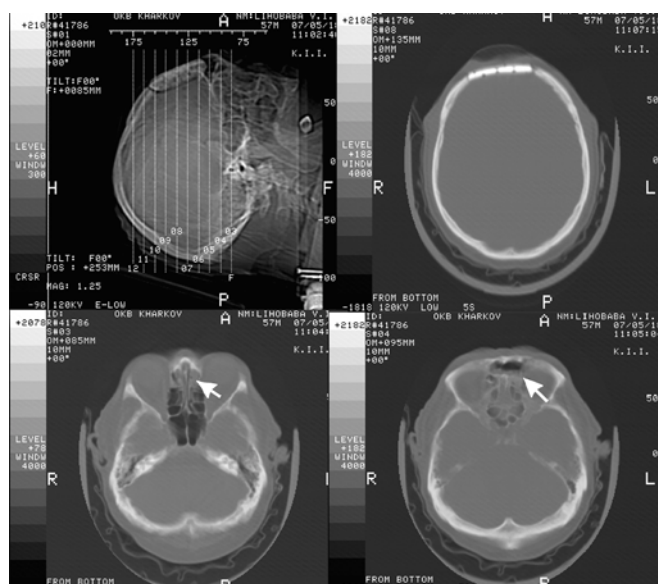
Хворий Л., 57 р. Аксиальні КТ скани. У кістковому режимі виявляється набряк слизової оболонки лобової пазухи із затемненням передніх клітин ґратчастого лабіринту (позначено стрілочкою)
